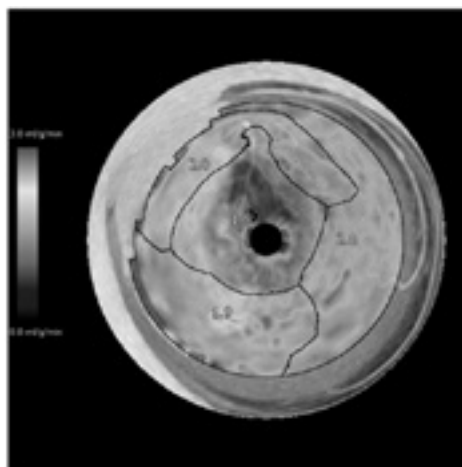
心筋パフュージョン (CT) と冠動脈解析の支配領域機能を使ったフュージョン画像
